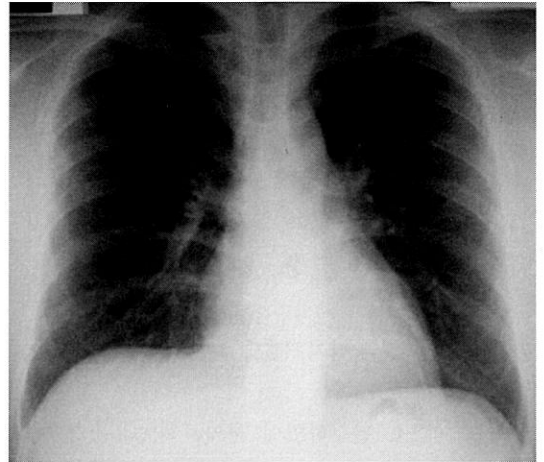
Chest radiograph after 1 month shows large improvement of the prior infiltrations compared with a previous film.
